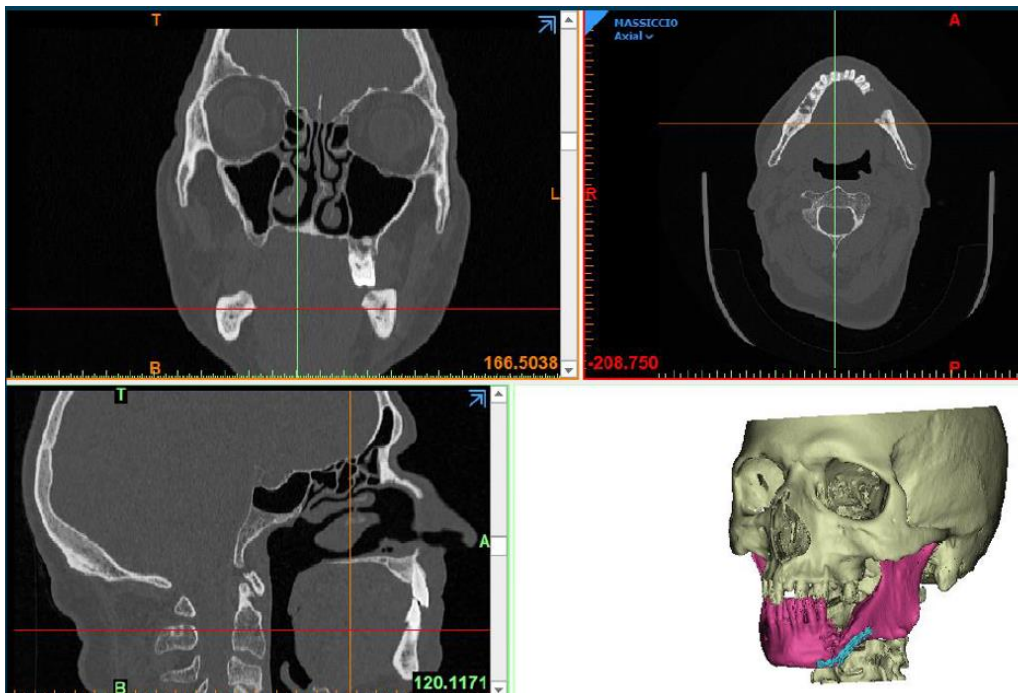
Schermata di visualizzazione su Mimics dei piani assiale, coronale e sagittale da esame TC del paziente e modello 3D
